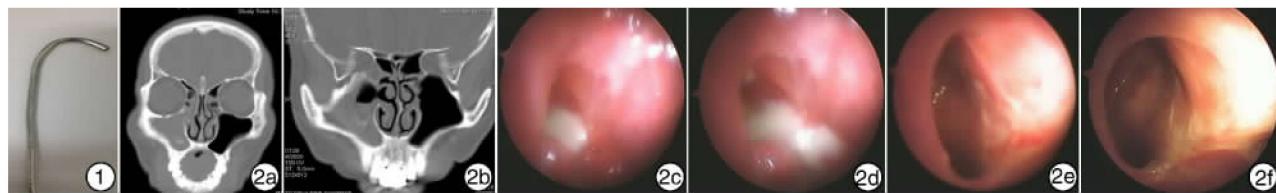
自制弯吸引器头; 图 2 患者手术前后及术腔冲洗前后 CT 及鼻内镜检查 2a:术前 CT ;2b:第 1 次术后复发 CT, 上颌窦口无狭窄;2c:第 1 次术后复发鼻内镜所示;2d:第 3 次术后复发鼻内镜图像所示;2e:术腔冲洗 4 次后鼻内镜所示;2f:术腔清洁半年后鼻内镜所示。
